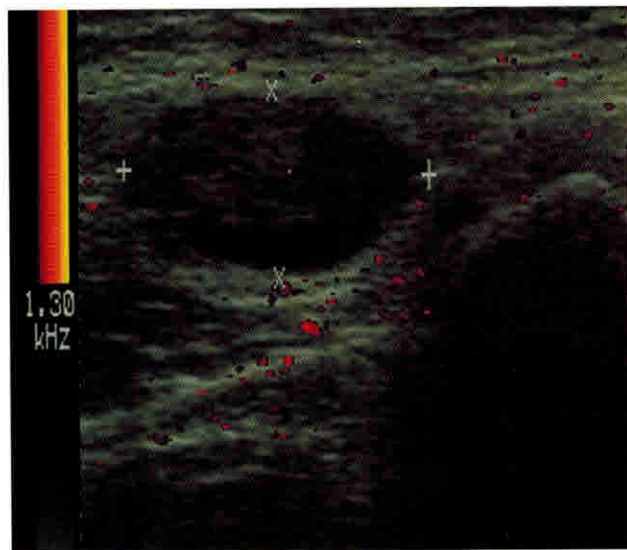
Больной П., 41 год. Суставной ганглион ладонной поверхности лучезапястного сустава. УЗИ, энергетическая доплерография — изолированное образование пониженной эхогенности, продолговатой формы, не имеющее связи с суставом
